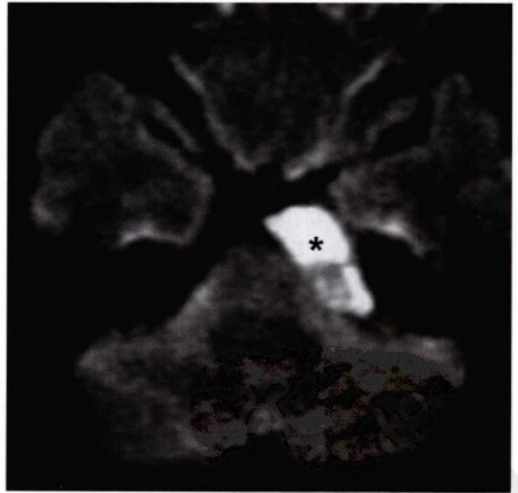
同一患者相似层面的轴位弥散加权（DWI）像，显示左侧桥小脑角病变呈高信号（星号）。此为典型的表皮样囊肿的影像特点。蛛网膜囊肿在DWI成像上与脑脊液信号相似，为低信号。
